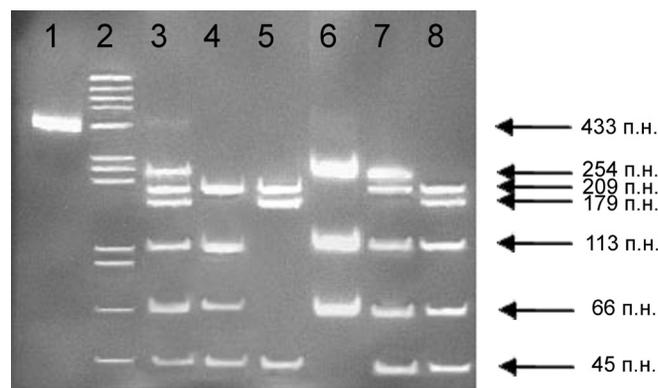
Идентификация полиморфных вариантов  $(-75)G/A$  и  $83C/T$  гена *APOA1*: 1 — ПЦР-продукт, 2 — маркер молекулярного веса *pBr322/AluI*, 3 — генотип  $(-75)AG/83CT$ , 4 — генотип  $(-75)GG/83CC$ , 5 — генотип  $(-75)AA/83CC$ , 6 — генотип  $(-75)GG/83TT$ , 7 — генотип  $(-75)GG/83CT$ , 8 — генотип  $(-75)AG/83CC$
